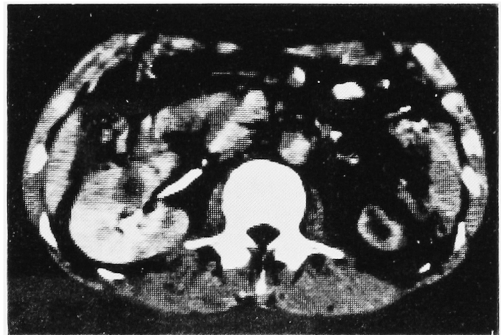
Abdominal CT scan 3 months following injury shows absence of perirenal low density area indicating absorption of perirenal hematoma and non-enhanced area in the right kidney.
